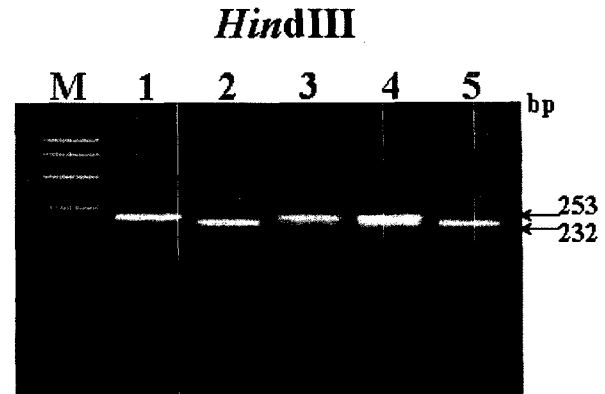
Electrophoretic patterns of the C298T polymorphism in the osteocalcin gene. Lane M, molecular size marker; lane 1, CC genotype; lane 2~5, TT genotypes; lane 3~4, CT genotypes.
